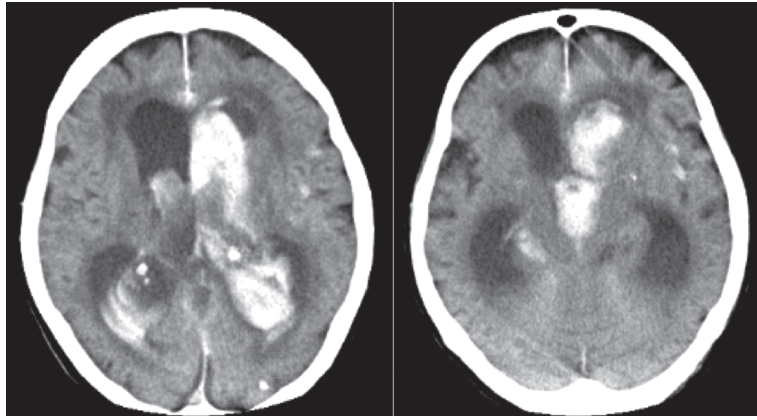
A patient's non-contrast CT on admission: a subarachnoid hemorrhage with a packed intraventricular hematoma causing acute hydrocephalus.
